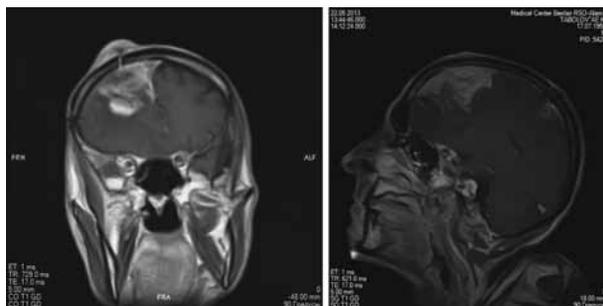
МРТ головного мозга в T1-режиме с контрастным усилением, фронтальная проекция от 22.05.2013. Выявляется очаг контрастирования в правой лобной доле, в области ранее удаленного очага, размерами 45x57x43 мм, с массивным перифокальным отеком, смещением срединных структур на 7 мм
